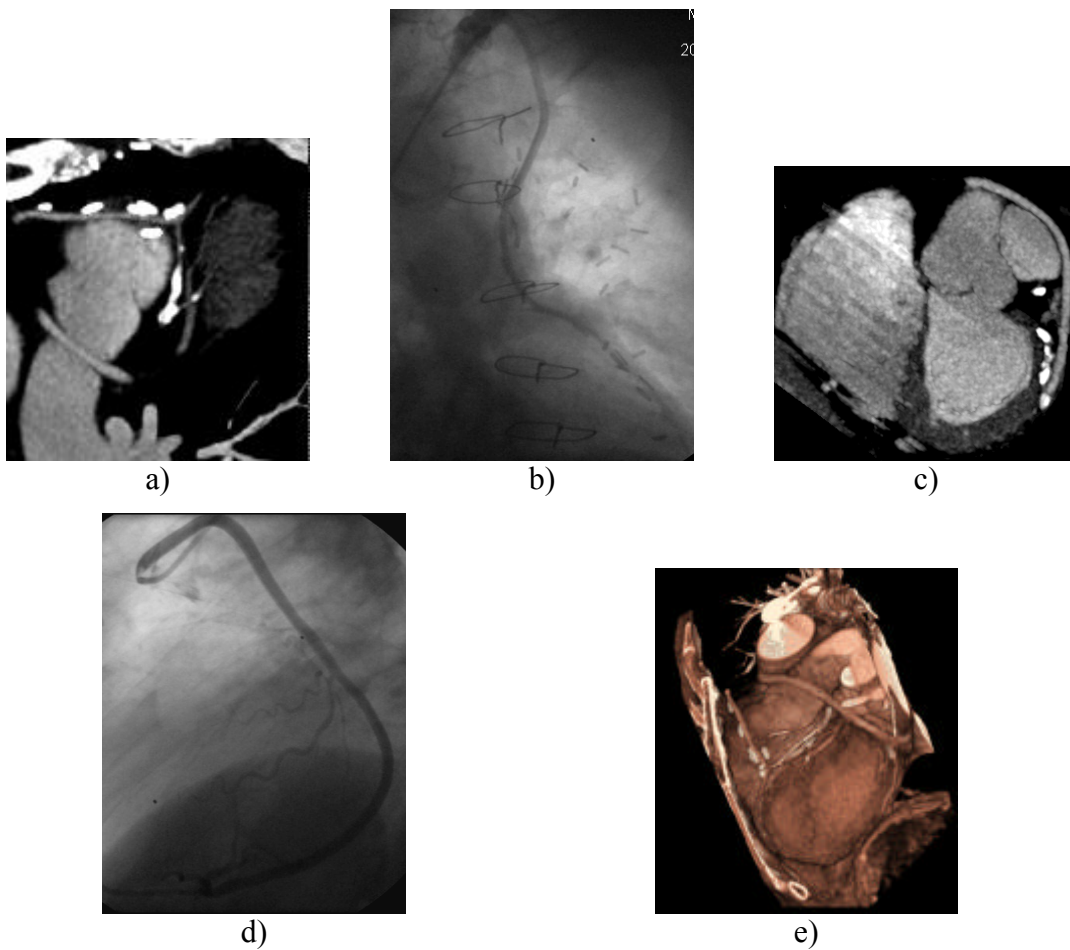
73-jähriger männlicher Patient: Z.n. Bypass-Op. A: CT: LIMA-Anastomose. B: Herzkatheter LIMA. C: CT: Coronare MPVR. D: Invasive Koronarangiographie. E: 3D-VRT.
